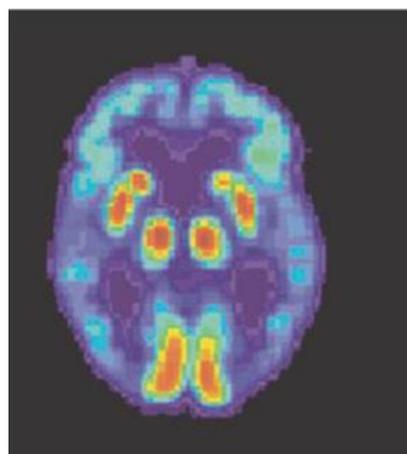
imagen obtenida con PET de cerebro con EA. Se observa un menor gasto de glucosa con respecto al cerebro sano.
